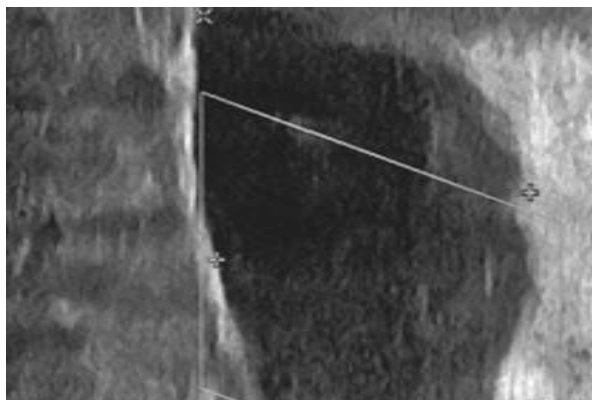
Ultrasonido de hueco poplíteo izquierdo. Se observa imagen en pantorrilla izquierda hipoeoica con ecos mixtos en región proximal.
